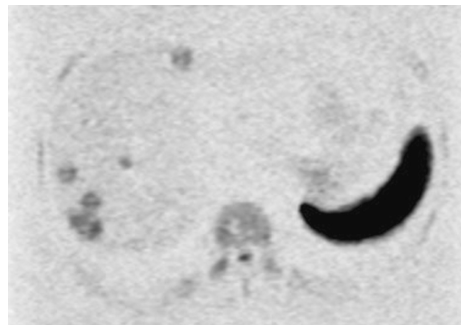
Diffusion-weighted image (DWI) of the liver obtained under free-breathing with 1.0 Tesla scanner and whole body coil
